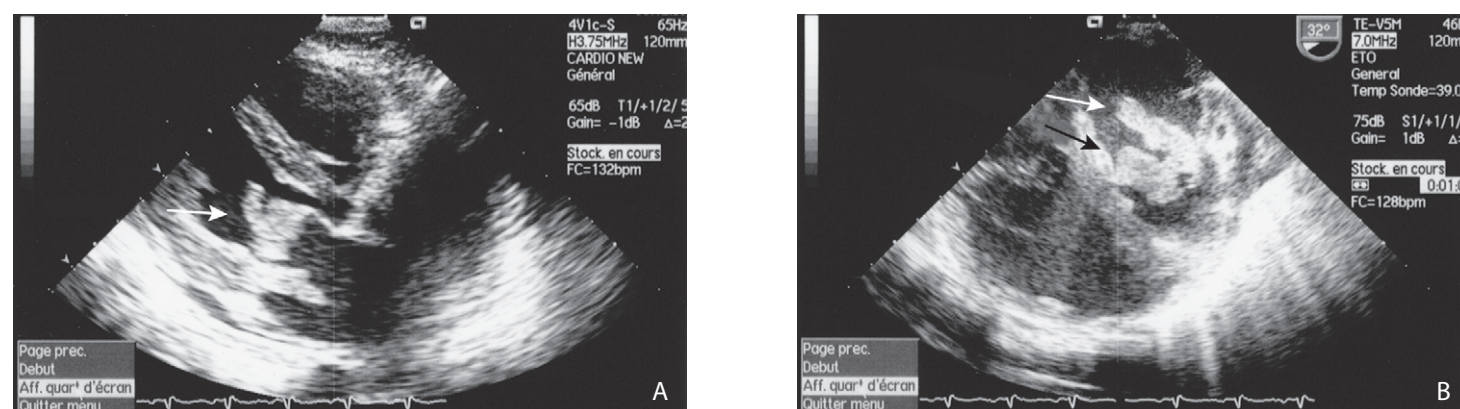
Échocardiographie transœsophagienne (A, B). Volumineuses végétations mitrales (flèches) (clichés du Pr Dérumeaux et du Dr Barthelet).
